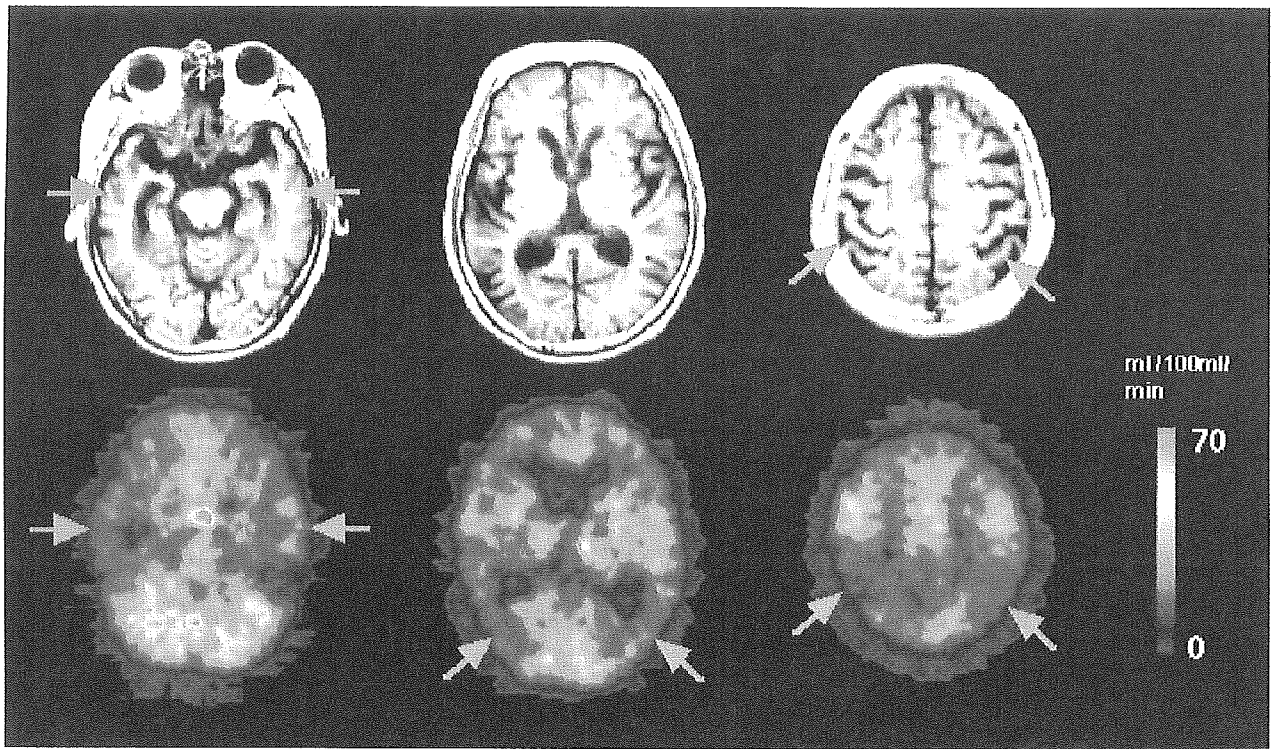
Alzheimer 病の MRIT 1 強調画像(a~c)脳血流(PET)(d~f)
